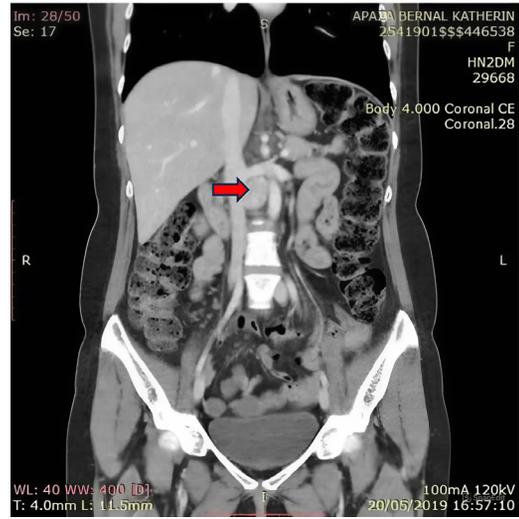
Estudio de tomografía computarizada del abdomen: realce intenso a la aplicación de sustancia de contraste sugestiva de paraganglioma retroperitoneal
